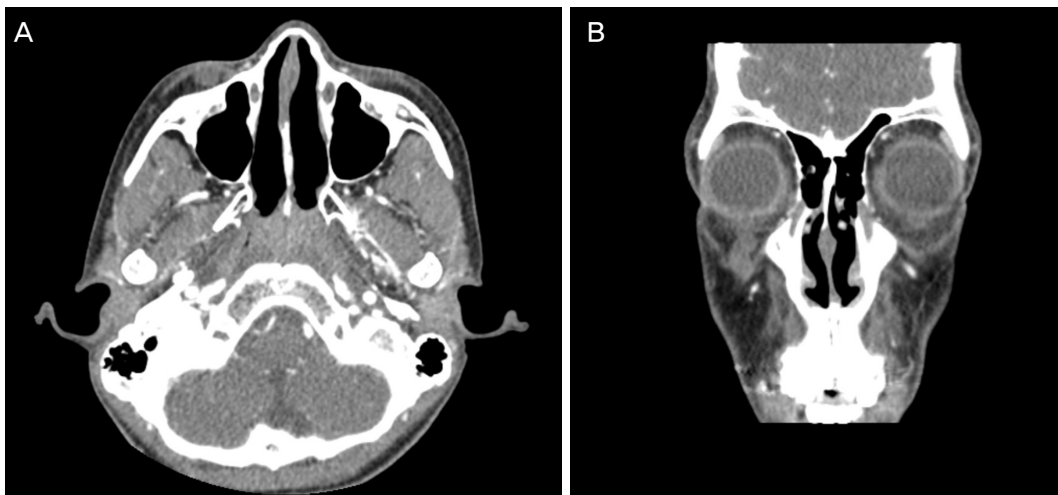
Enhanced Orbital computed tomography. Images showed about $3.8 \times 1.5 \times 1.5$ cm sized non-enhanced cystic lesion at subcutaneous tissue of the right lower lid and focal skin thickening. (A) Axial view. (B) Coronal view.
